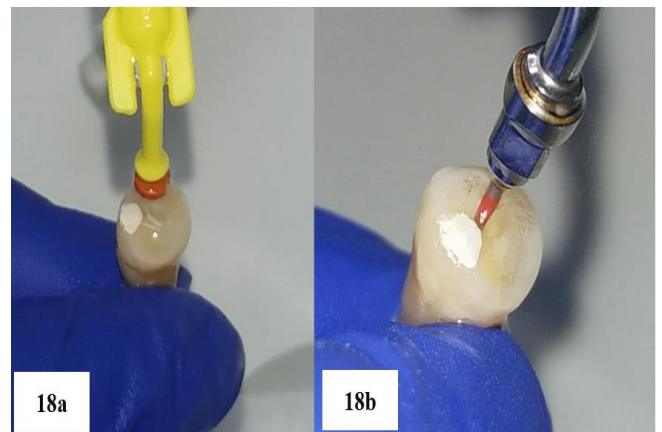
(18a) Llenado del conducto con NaOCl 2.5% - (18b) Activación Ultrasonica con la lima #25 NITI.
